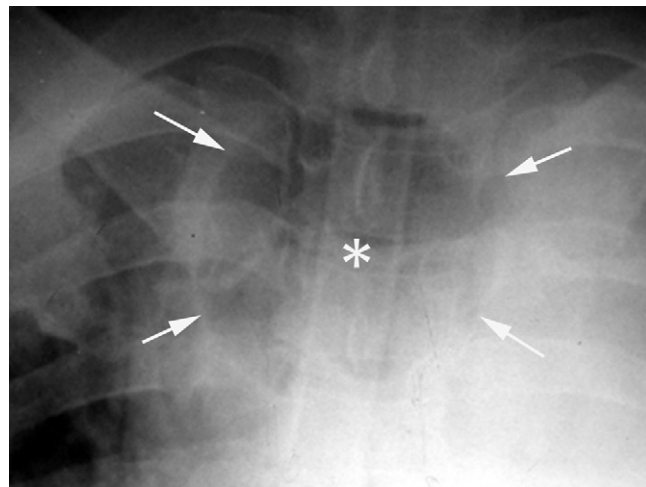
Radiographie thoracique de face. Ballonnet trop gonflé (flèches) d'une sonde d'intubation trachéale (astérisque) avec risque d'ischémie pariétale et de rupture secondaire.
